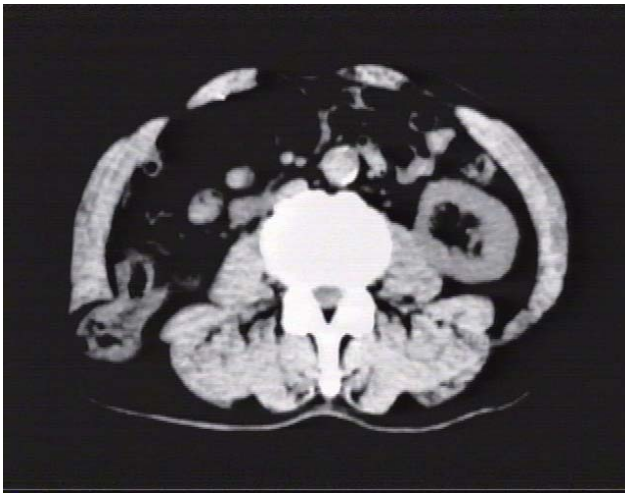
CT demonstrating right superior lumbar hernia with fat and ileo-cecal incarceration (arrow).
